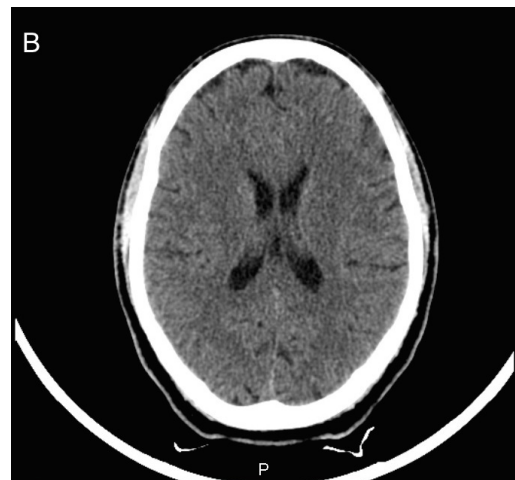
Exames de imagem na admissão. A- Radiografia do tórax antero-posterior; B- Tomografia computadorizada crânio-encefálica. Exames sem alterações relevantes.
